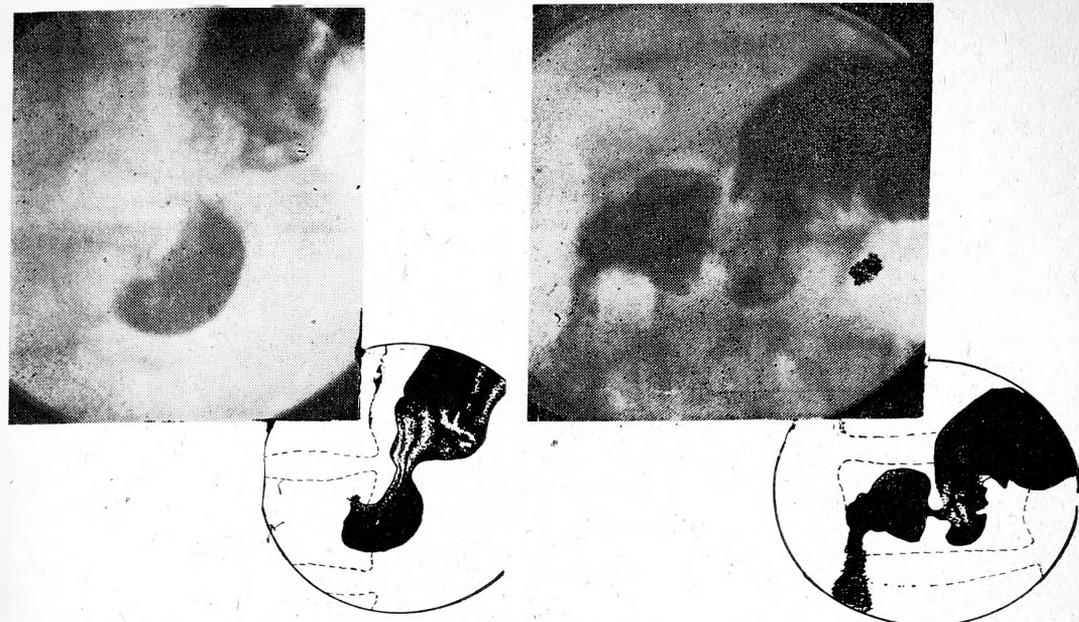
2. Рентгенограммы больного С., 50 лет.
